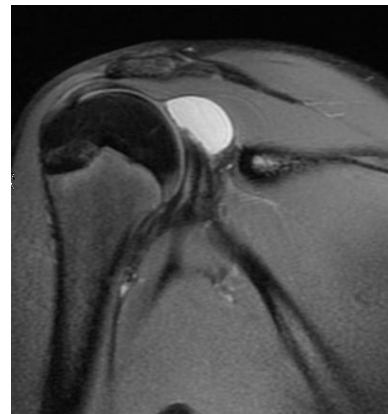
Estudio RMN inicial.
